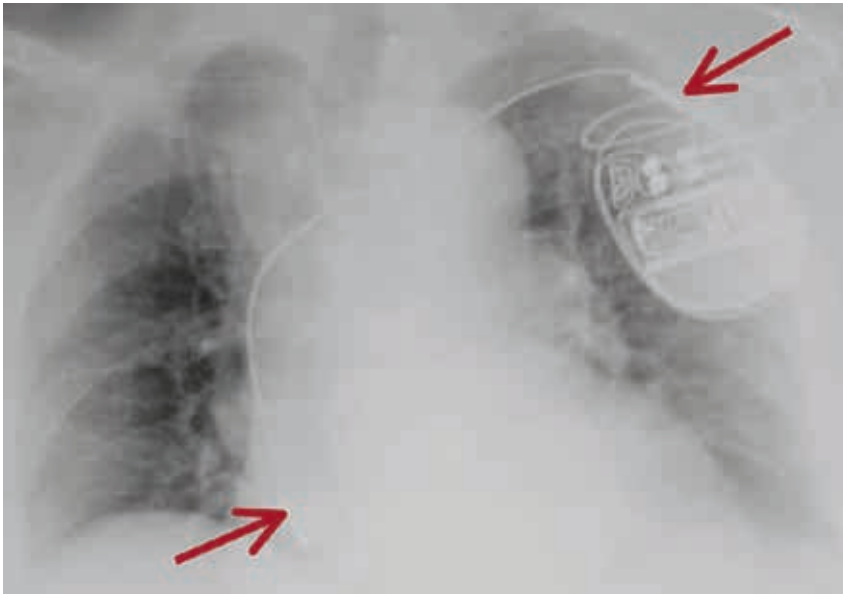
Radiografía posteroanterior de tórax tomada en urgencias que muestra el generador rotado que desplaza uno de los electrodos (flecha superior).
